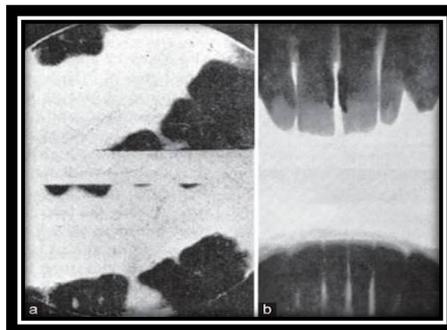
Primer radiografía de aleta mordible. ⁷
